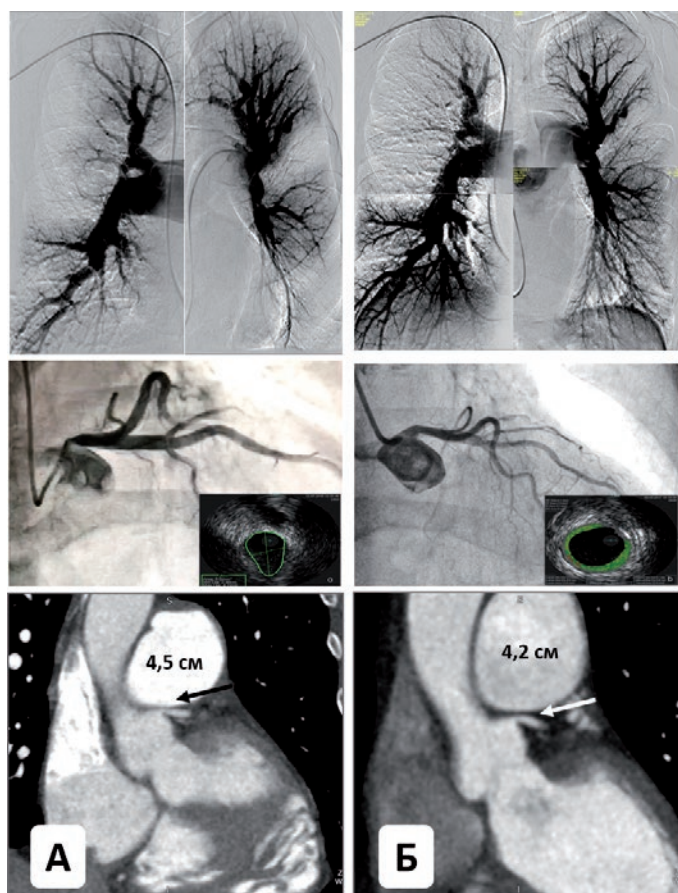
А – компрессия ствола левой коронарной артерии стволом лёгочной артерии у неоперабельной больной ХТЭЛГ 60-и лет с двусторонним поражением лёгочных артерий. Б – исчезновение признаков компрессии ствола левой коронарной артерии на фоне обратного ремоделирования лёгочной артерии после восстановления кровотока в нижних долях обоих лёгких в результате 4-х сессий ТЛА (данные ангиографии, ВСУЗИ и МСКТ) [104]
